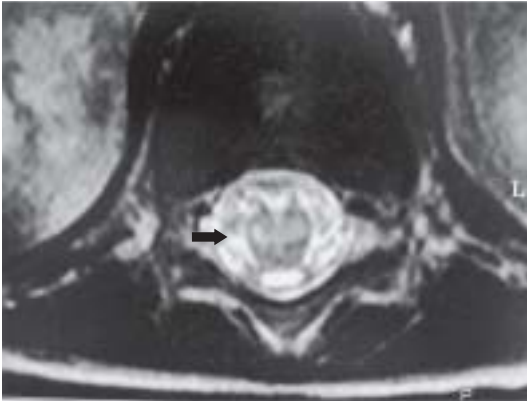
図 第 34 病日に撮影した第 12 胸髄の MRI 横断面 (T2 強調画像)
